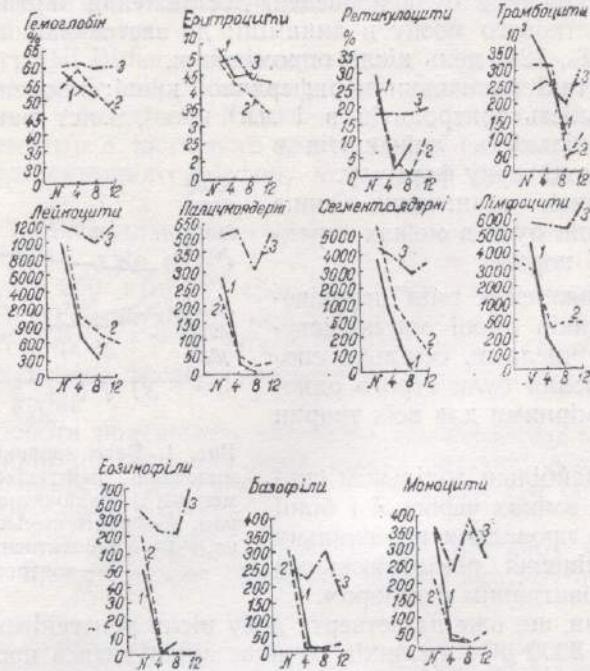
Вплив рентгенівського опромінення і радіоактивного фосфору на склад крові. 1 — рентгенівське опромінення, 2 — радіоактивний фосфор, 3 — контроль.
